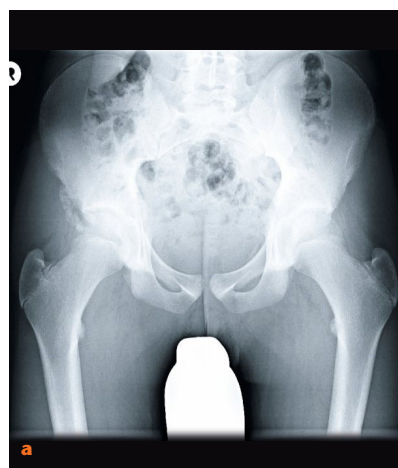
15-jähriger Sportler 9 Monate nach Trauma beim Fußballspielen mit Schmerzen und Bewegungseinschränkung beim Sitzen; a Beckenübersicht b MRT coronar c Röntgen ap. rechte Hüfte nach Resektion des Fragmentes und Refixation des M. rectus femoris
